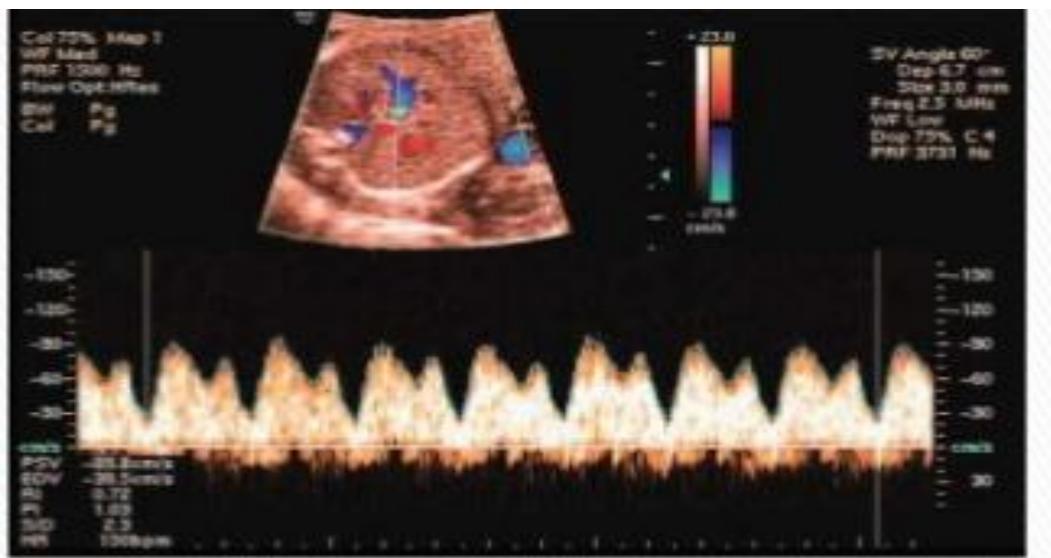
Sóng Doppler ĐM não giữa bình thường (A) và trong IUGR (B).
